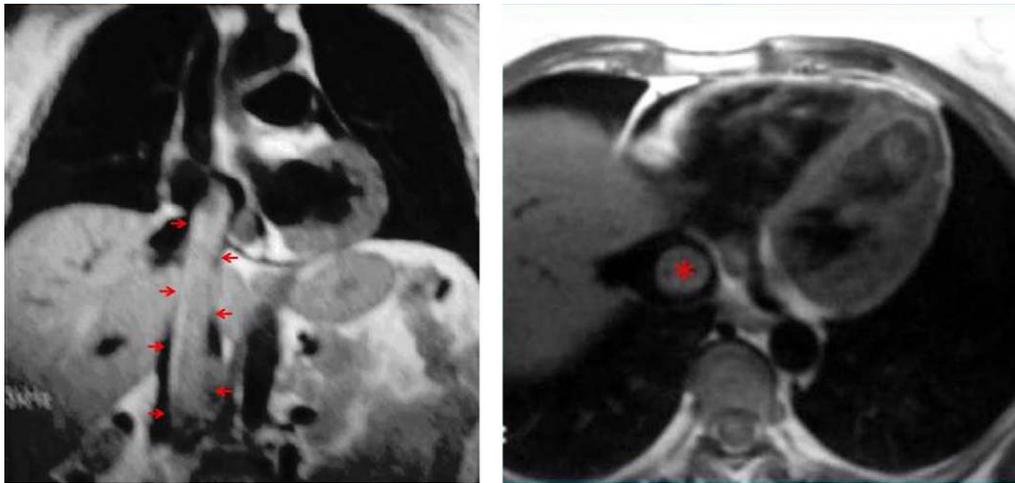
RM reconstrucción coronal. T1 con gadolinio. Se visualiza un defecto de repleción que ocupa la luz de la vena cava inferior y que se extiende desde las venas gonadales hasta la aurícula derecha, con cierto realce tras la administración de contraste iv. RM axial potenciada en T1: ocupación completa de la VCI por material hipointenso, a su llegada a la aurícula derecha.
